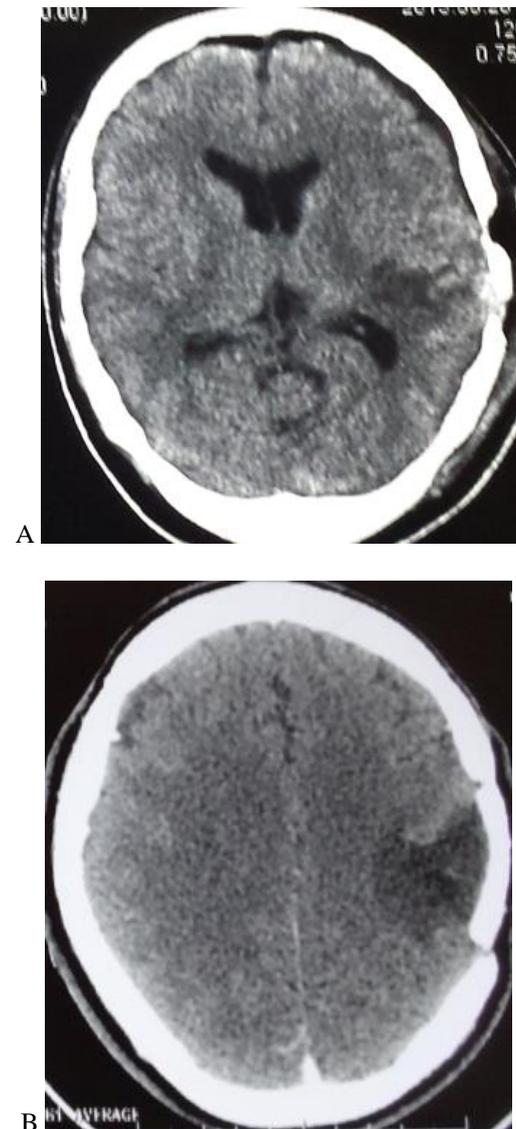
TDM cérébrale post-opératoire: (A) après 4 mois. (B) après une année
